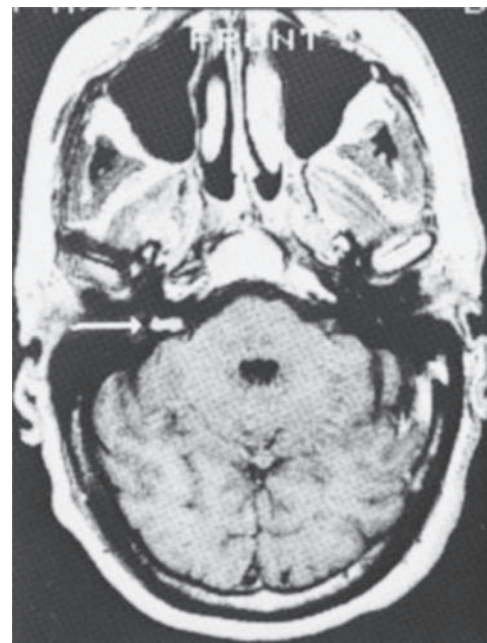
Estudio de MRI de un neuroma acústico pequeño que muestra el realce usual con gadolinio.
